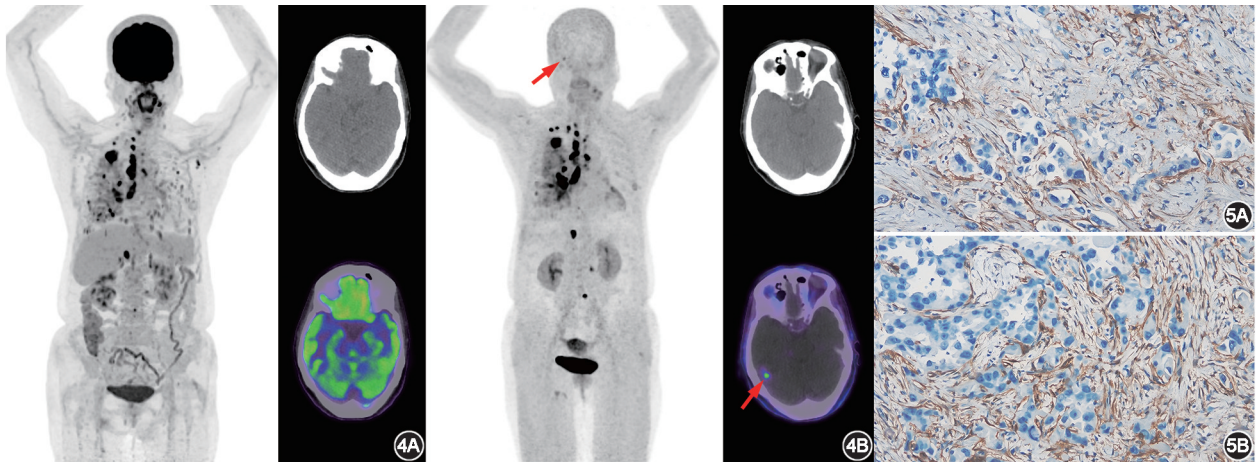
右下肺浸润性腺癌伴多发转移患者(女,65 岁,M1 期)<sup>18</sup>F-FDG (4A)与<sup>64</sup>Cu-FAPI-XT117 (4B)PET/CT 显像图 头颅 CT 未见明显占位效应,<sup>18</sup>F-FDG PET/CT 脑部呈生理性高浓聚,而<sup>64</sup>Cu-FAPI-XT117 PET/CT 脑部显示结节性摄取增高灶(SUV<sub>max</sub> = 4.9; 箭头示),经随访证实为脑转移瘤 图 5 右肺下叶浸润性腺癌伴淋巴结转移患者(男,41 岁)免疫组织化学检查图[二氨基联苯胺(DAB) ×20] 结果显示原发灶(5A)及纵隔 7 组淋巴结转移灶(5B)成纤维细胞激活蛋白(FAP)表达强阳性
